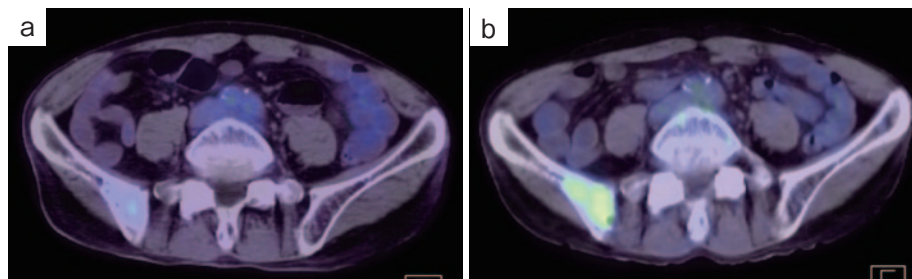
PET-CT (腸骨転移巣). (a) 20XX-1年8月PR判定時. (b) 20XX年5月PD判定時. 腸骨転移巣のFDG集積が増強している. 同部位から骨髓生検を施行した.
